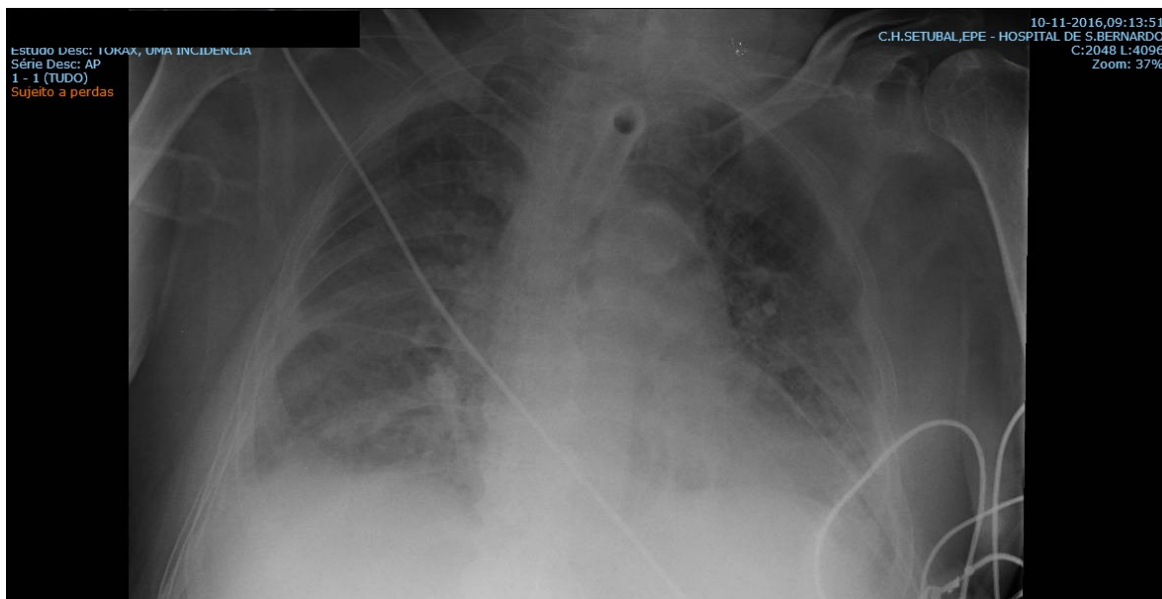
Radiografia de tórax PA. 10/11/2016<sup>32</sup>
